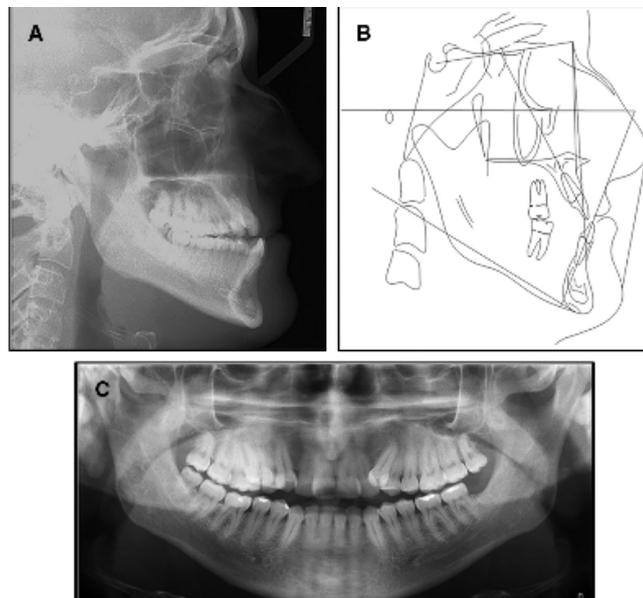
Radiographies et trace de pré-traitement (64)
